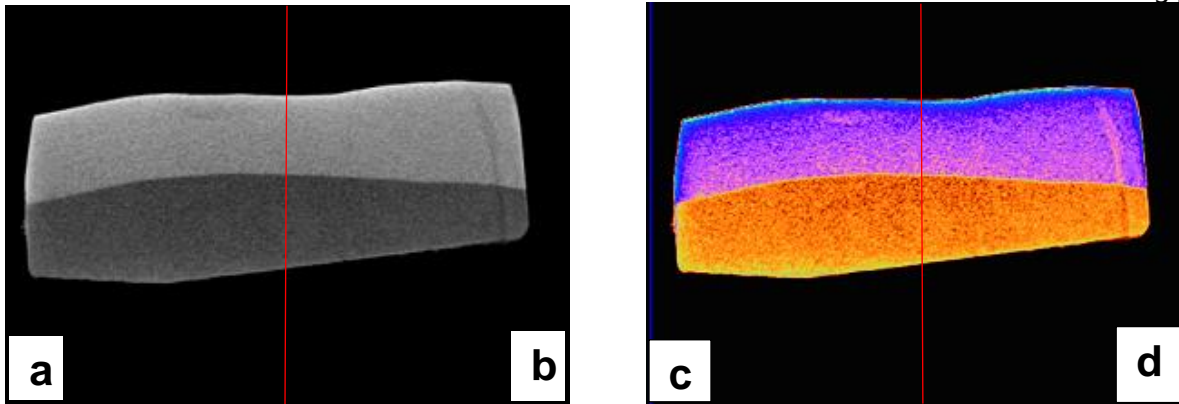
a.b y 10. c.d. Imagen micro CT muestra palatina del grupo probiótico-sacarosa en escala de grises y colorificada. Los recuadros 10a y 10c corresponden a la zona control sin exposición al medio oral mientras que los recuadros 10b y 10d corresponden a la zona expuesta al probiótico *Lactobacillus rhamnosus* y sacarosa.
